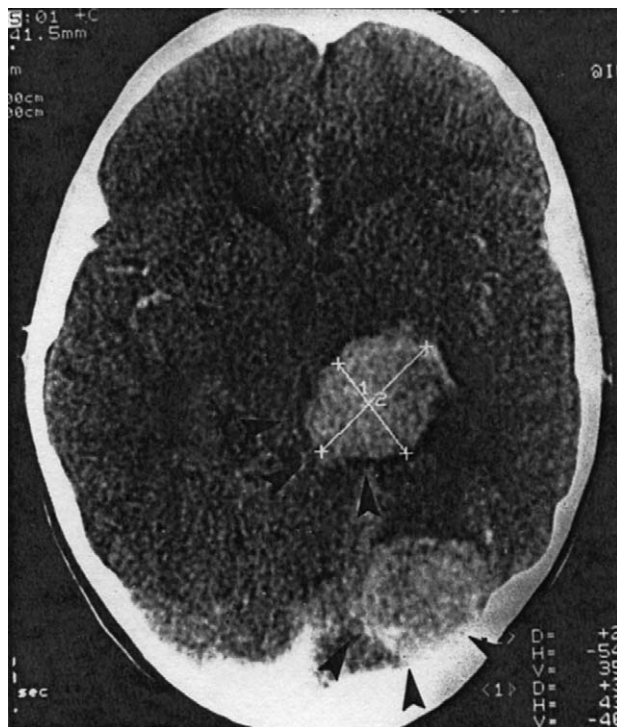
CT kranija pokazuje opsežne vestibularne švanome (označene strelicama) u našeg bolesnika (dob 23 godine)
